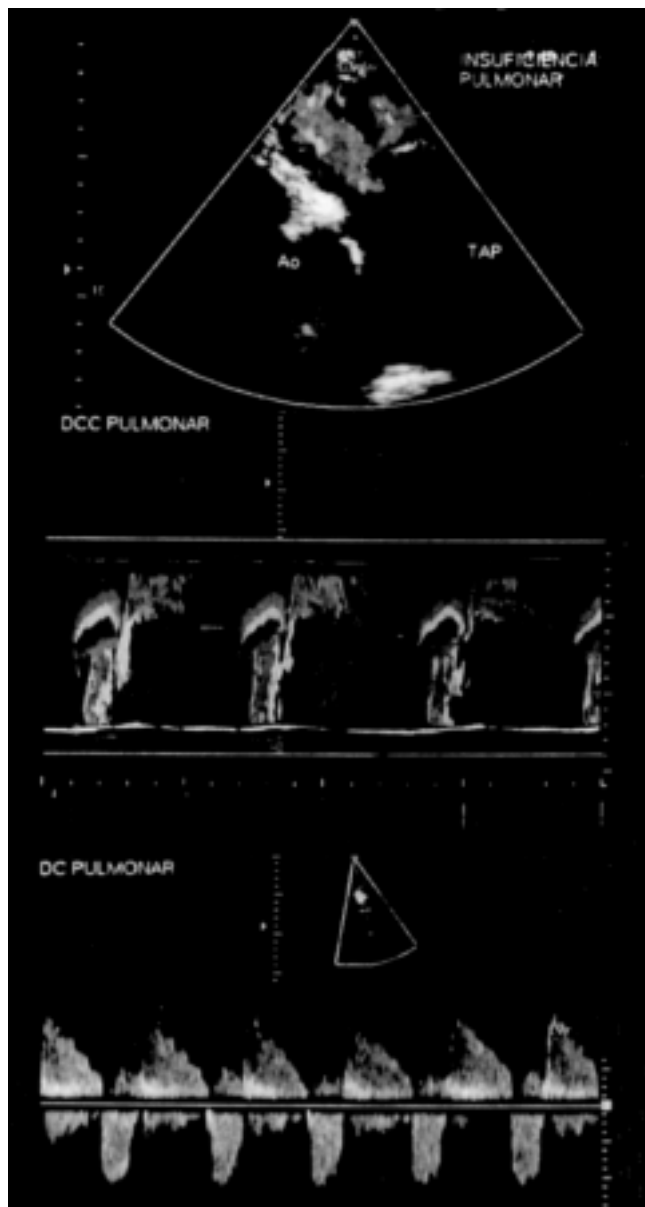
Estudio Doppler en proyección transversal a nivel de los grandes vasos. A. Se observa severa insuficiencia pulmonar. B. Modo M color, se observa flujo turbulento sistólico y diastólico. C. Espectro Doppler continuo. La velocidad máxima de expulsión equivale a 39 mmHg de gradiente pico transvalvular pulmonar y espectro de insuficiencia pulmonar severa. Ao = Aorta, TAP = Tronco de la arteria pulmonar.
